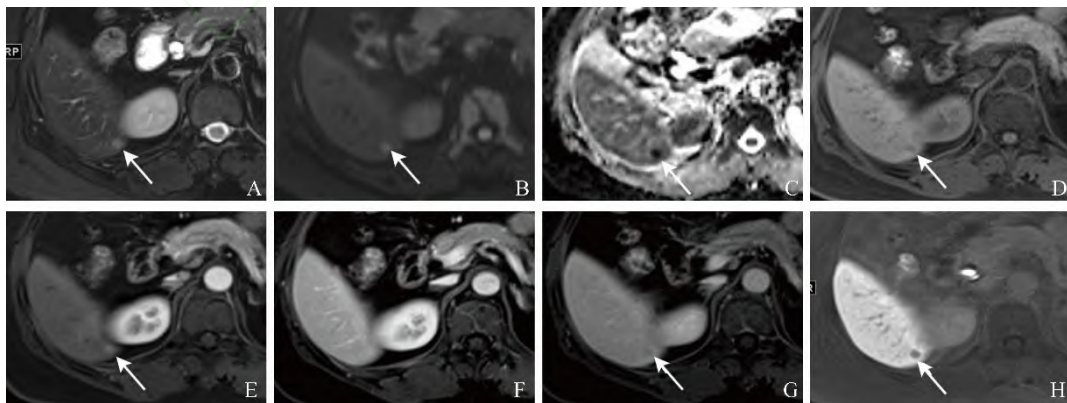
女,52岁,肝S6段肝细胞肝癌(Ⅱ级,直径5 mm)。Gd-EOB-DTPA增强MRI示结节灶T2WI呈稍高信号(A),扩散加权成像呈高信号(B),表现扩散系数图呈低信号(C),T1WI平扫呈低信号(D),动脉期呈明显强化(E),门静脉期呈等信号(F),移行期呈稍低信号(G),肝胆特异期呈明显低信号(H)。箭示病灶
